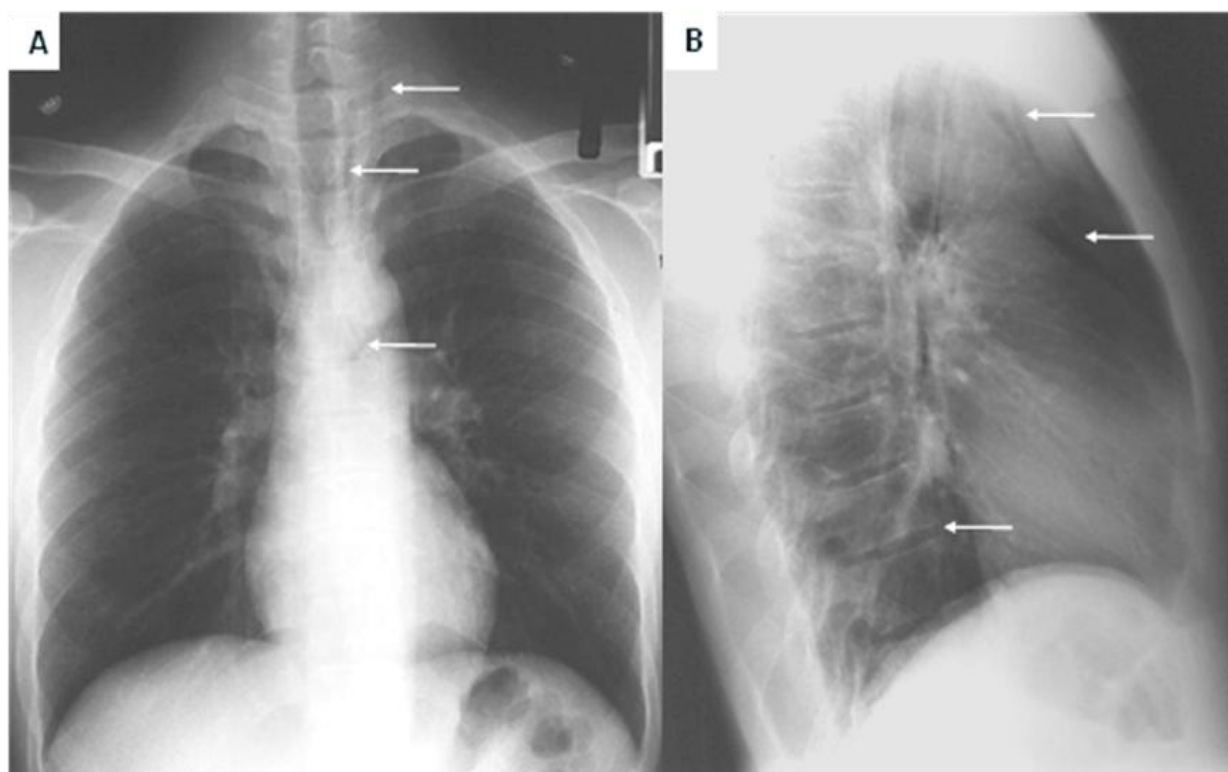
3. Masculino de 20 años adicto a cocaína fumada, inicia por la madrugada con dificultad respiratoria. A. Radiografía PA de tórax, hay aire disecando a lo largo del mediastino superior de forma bilateral más notable de lado izquierdo y enfisema subcutáneo sobre el ápice del pulmón izquierdo (flechas), hay aire superimpuesto a la porción inferior del arco aórtico. B. Proyección lateral, el aire atrapado esta delimitado por el timo, hay aire por arriba y delante del corazón.
